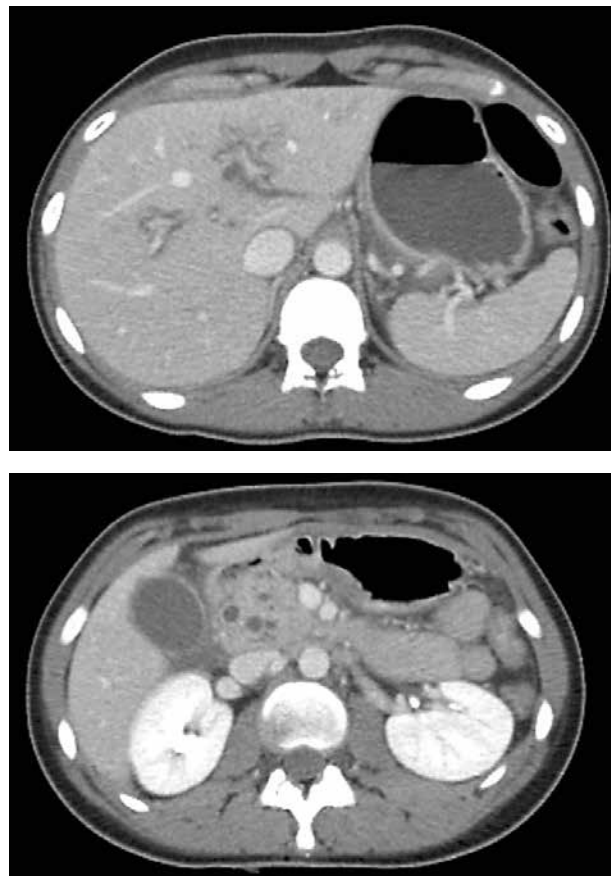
КТ ОБП (09.11.2016) пациентки Б. с внутривенным болюсным контрастированием (портальная фаза). Отмечается диффузное увеличение размеров ПЖ, неравномерное снижение плотности и неоднородное контрастирование ее паренхимы, инфильтрация парапанкреатической клетчатки, неравномерное расширение панкреатического протока, более выраженное в области головки и тела
